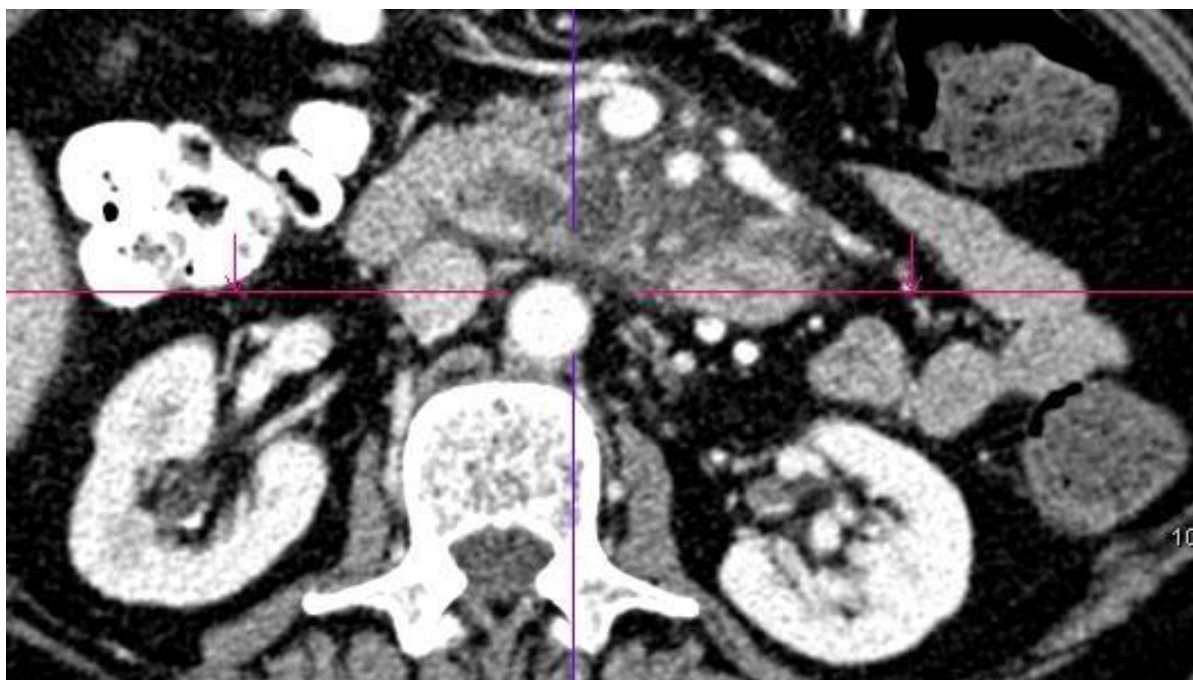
Киста поджелудочной железы у больной Ч. (компьютерная томография)
